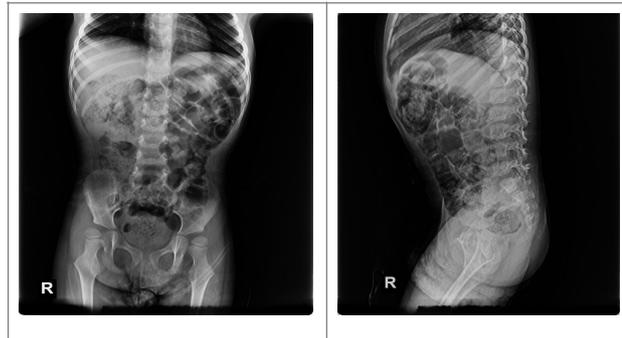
radiografías de inicio de sesiones: inclinación del eje lumbar al lado izquierdo, basculación pélvica izquierda, hipolordosis.
